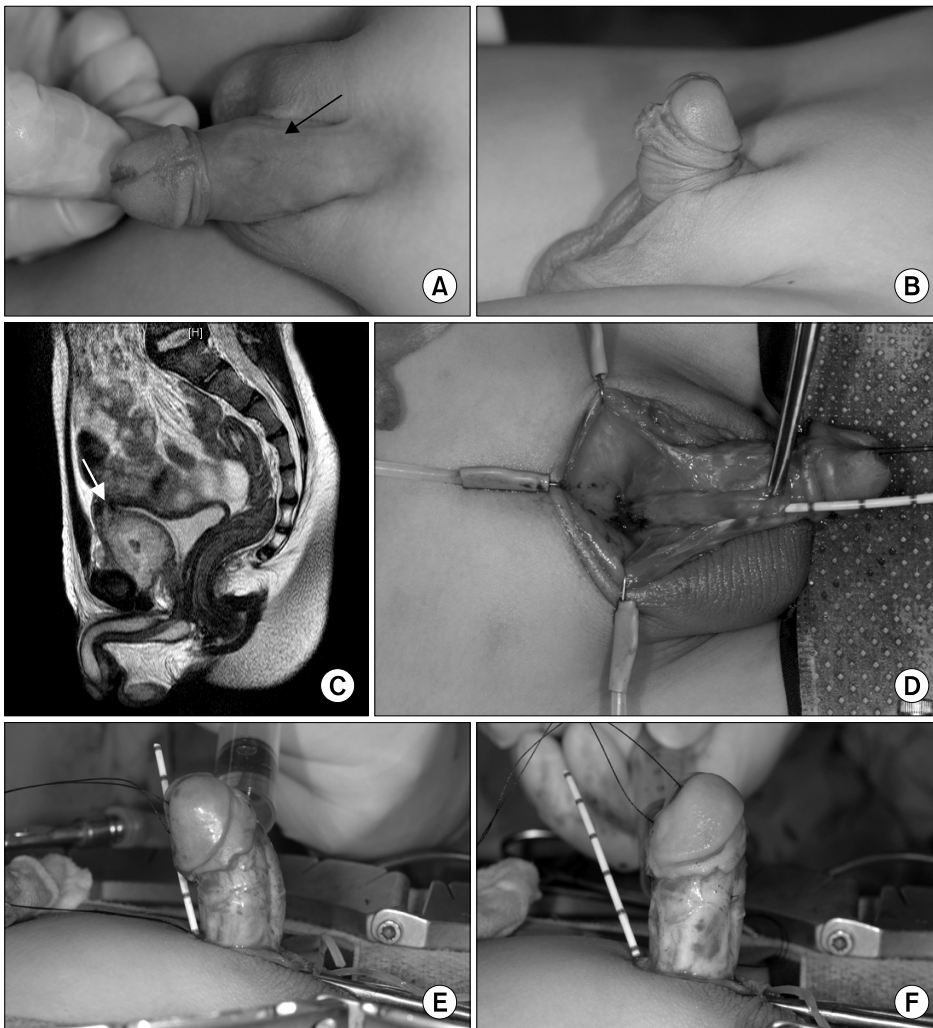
Patient 1 who presented with complete duplication of the bladder and urethra. (A) Urethral opening in mid-dorsum of the penis (black arrow) and indentation of the coronal glans. (B) Dorsal curvature at rest. (C) Magnetic resonance imaging showing fluid and air-filled accessory bladder (white arrow) anterior to the native bladder. (D) Excision of the dorsal accessory urethra. (E) Apparent dorsal curvature with artificial erection. (F) Correction of the dorsal curvature after ventral plication.
